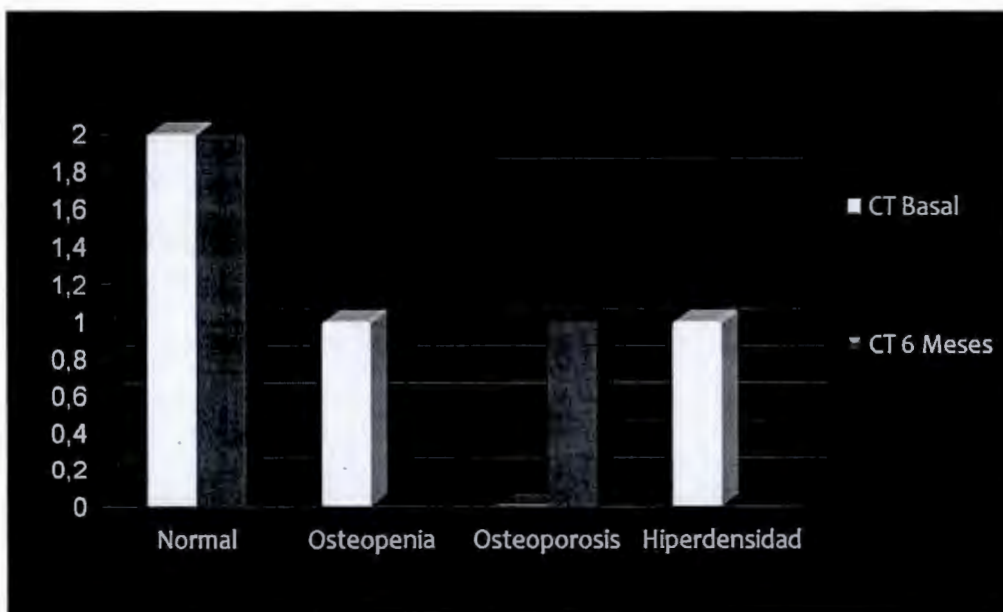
Prevalencia de baja reserva ósea corporal total (CT) en los pacientes con tratamiento convencional. Los pacientes presentaron disminución de reserva ósea al seguimiento a 6 meses. [Normal (PZ DMO \pm 1), osteopenia (PZ DMO - 1 a - 2.49) y osteoporosis [(PZ DMO < -2.5)]. Base de datos de referencia de densidad mineral ósea pico en población hispana.
